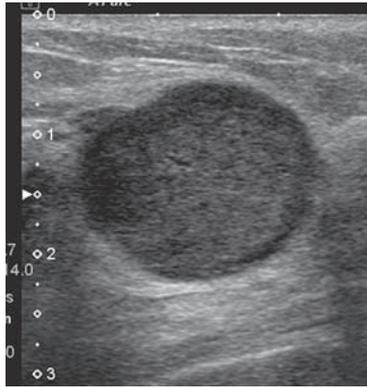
円形低エコー腫瘤、境界部明瞭平滑、内部エコー均質、後方エコー増強、縦横比高、前方境界線の断裂なし、カテゴリ4。線維腺腫にしては境界部がやや不明瞭で、内部エコーレベルが低すぎる事に注目すれば、線維腺腫よりも充実腺管癌を疑う所見である。
